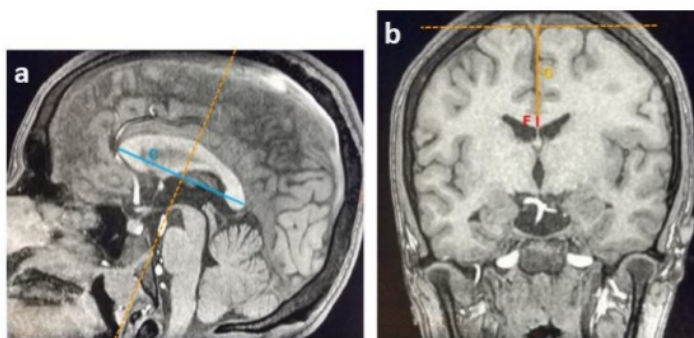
Imágenes de RM con técnica de T1 SPGR en plano coronal (b) obtenido mediante reformateo multiplanar a partir del plano sagital (a). b. Se muestran las 2 mediciones en este plano: Grosor del CC a nivel del punto medio de su longitud (Línea F) y distancia entre el borde dorsal del cerebro y el borde dorsal del tronco del CC (Línea G).
